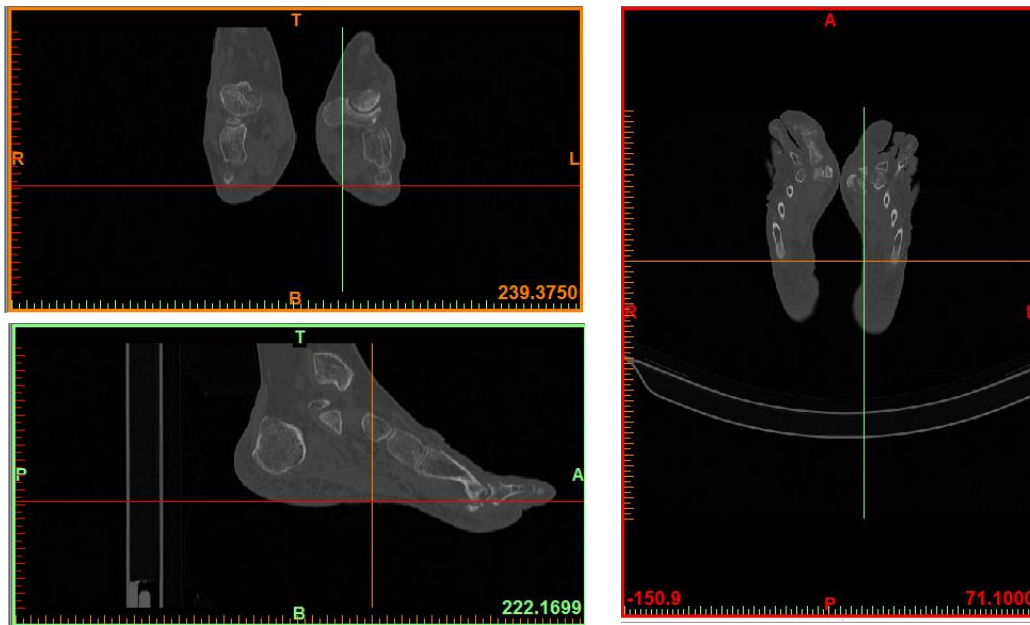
TAC's del pie utilizado para generar la geometría.
